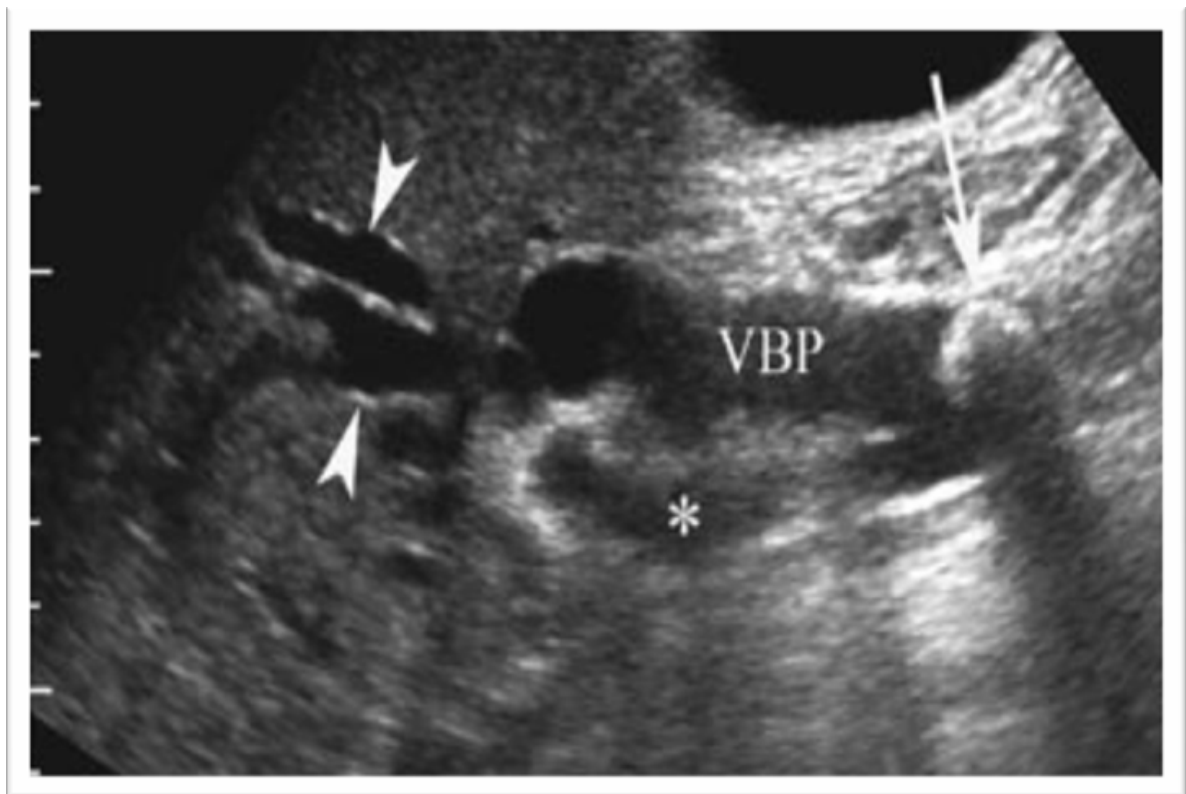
Aspect échographique de la LVBP.
